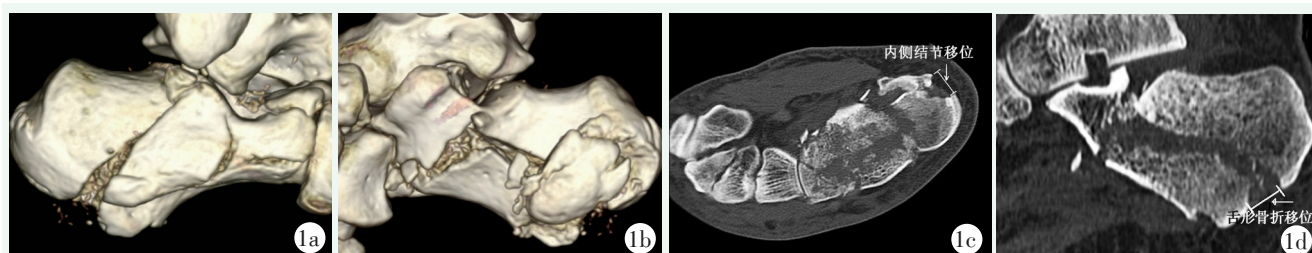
患者，女，52 岁，右足跟骨骨折 1a: CT 三维重建外侧面观显示舌形骨折 1b: CT 三维重建内侧面观显示跟骨结节内侧突骨折 1c: 轴位重建图像测量跟骨结节内侧突骨折移位距离 5.02 mm 1d: 矢状面重建图像显示舌形骨折移位距离 5.21 mm
